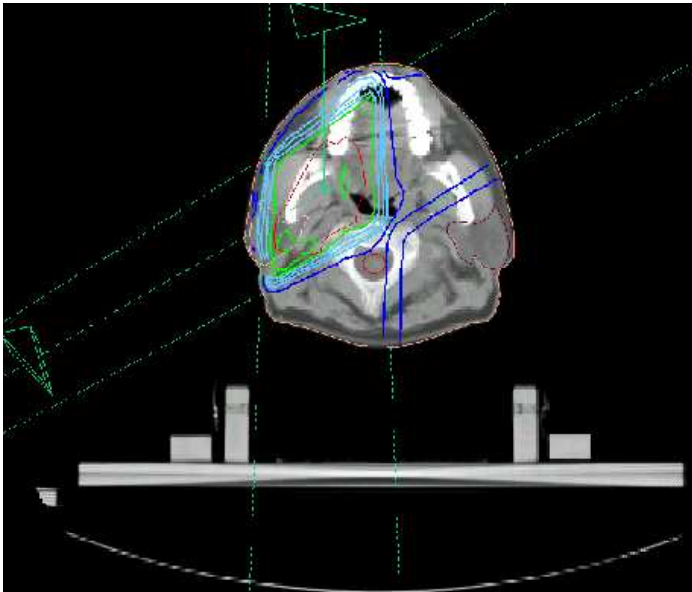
Felder bei einseitiger Bestrahlung eines Kopf - Hals - Tumors. CT-Schnitt in Höhe der Tonsillenloge. Grün: 100- und 95%-Isodosen, türkis: 80-, 70- und 60%-Isodosen, dunkelblau: 50-, 30- und 10%-Isodosen
